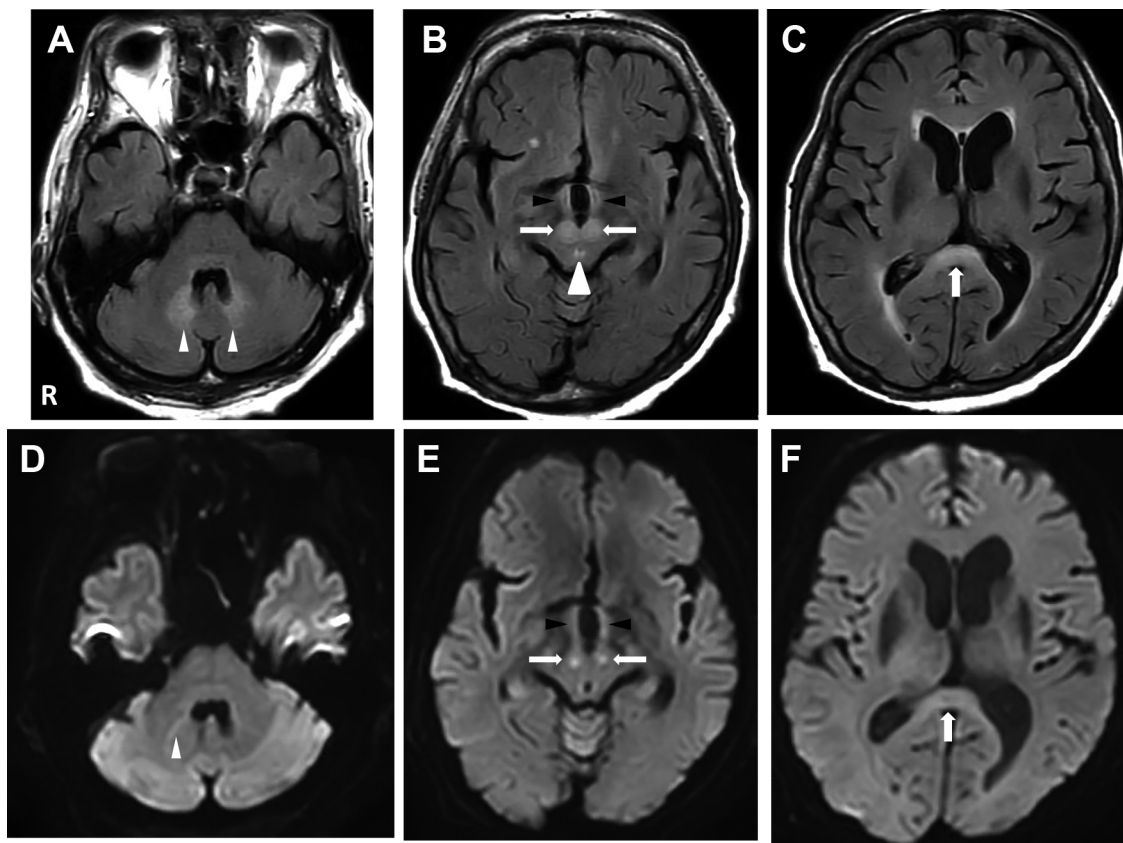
Brain MRI (Philips Ingenia® 3.0T) on day 1
